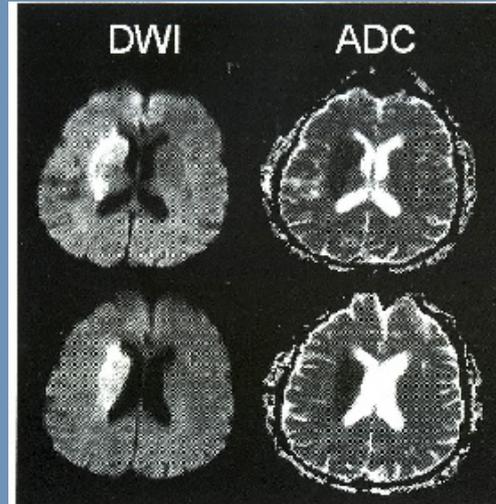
Images d'IRM, Diffusion (DWI) et ADC démontrant un territoire d'ischémie.
